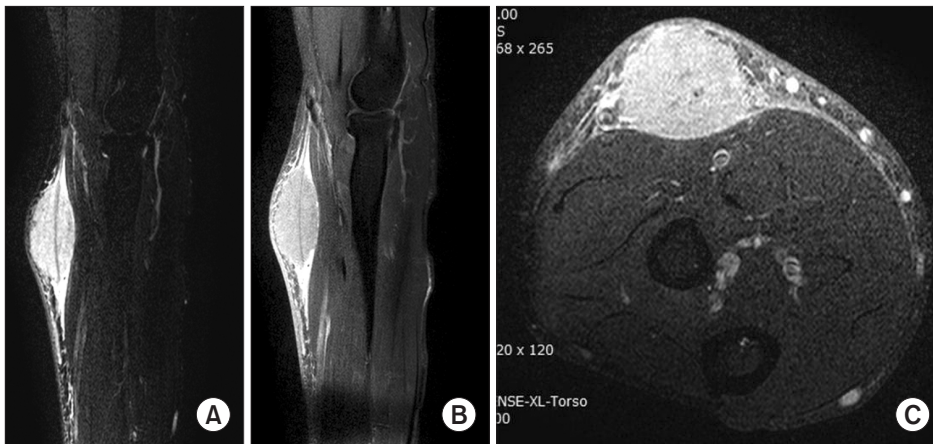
Intermediate/heterogeneous high signal in T2 weighted (A), contrast enhanced (B), T1 weighted (C) magnetic resonance imaging of the right forearm volar side shows that a well margined ovoid mass passes through the anterior or lateral antebrachial cutaneous nerve.
